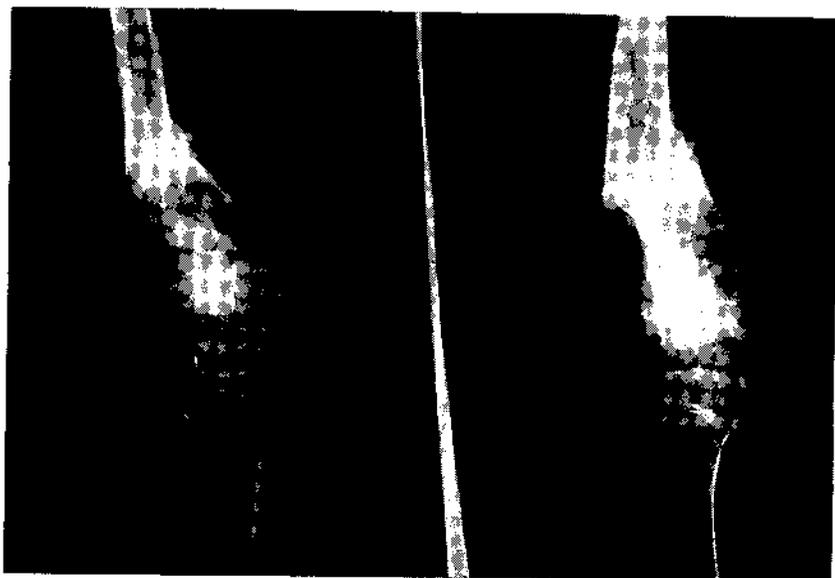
Caso N° 6. 6-VI-1958. Radiografías que muestran buena evolución del injerto cartilaginoso pues aún se ve abierto el espacio del platillo epifisario en el lado interno. Se nota la osteotomía femoral en el tercio inferior del fémur para alinear el miembro correspondiente.
